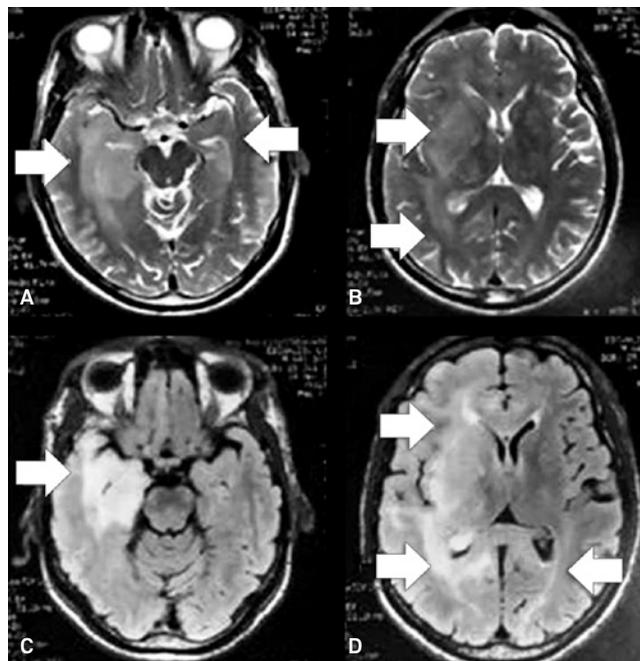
(A e B) Ressonância magnética T2 corte coronal, evidenciando (setas) as regiões de hiperssinal compatíveis com as da ressonância magnética FLAIR (setas). (C e D) Ressonância magnética T1 corte coronal, no qual também foram destacadas áreas de hiperssinal pelas setas.
